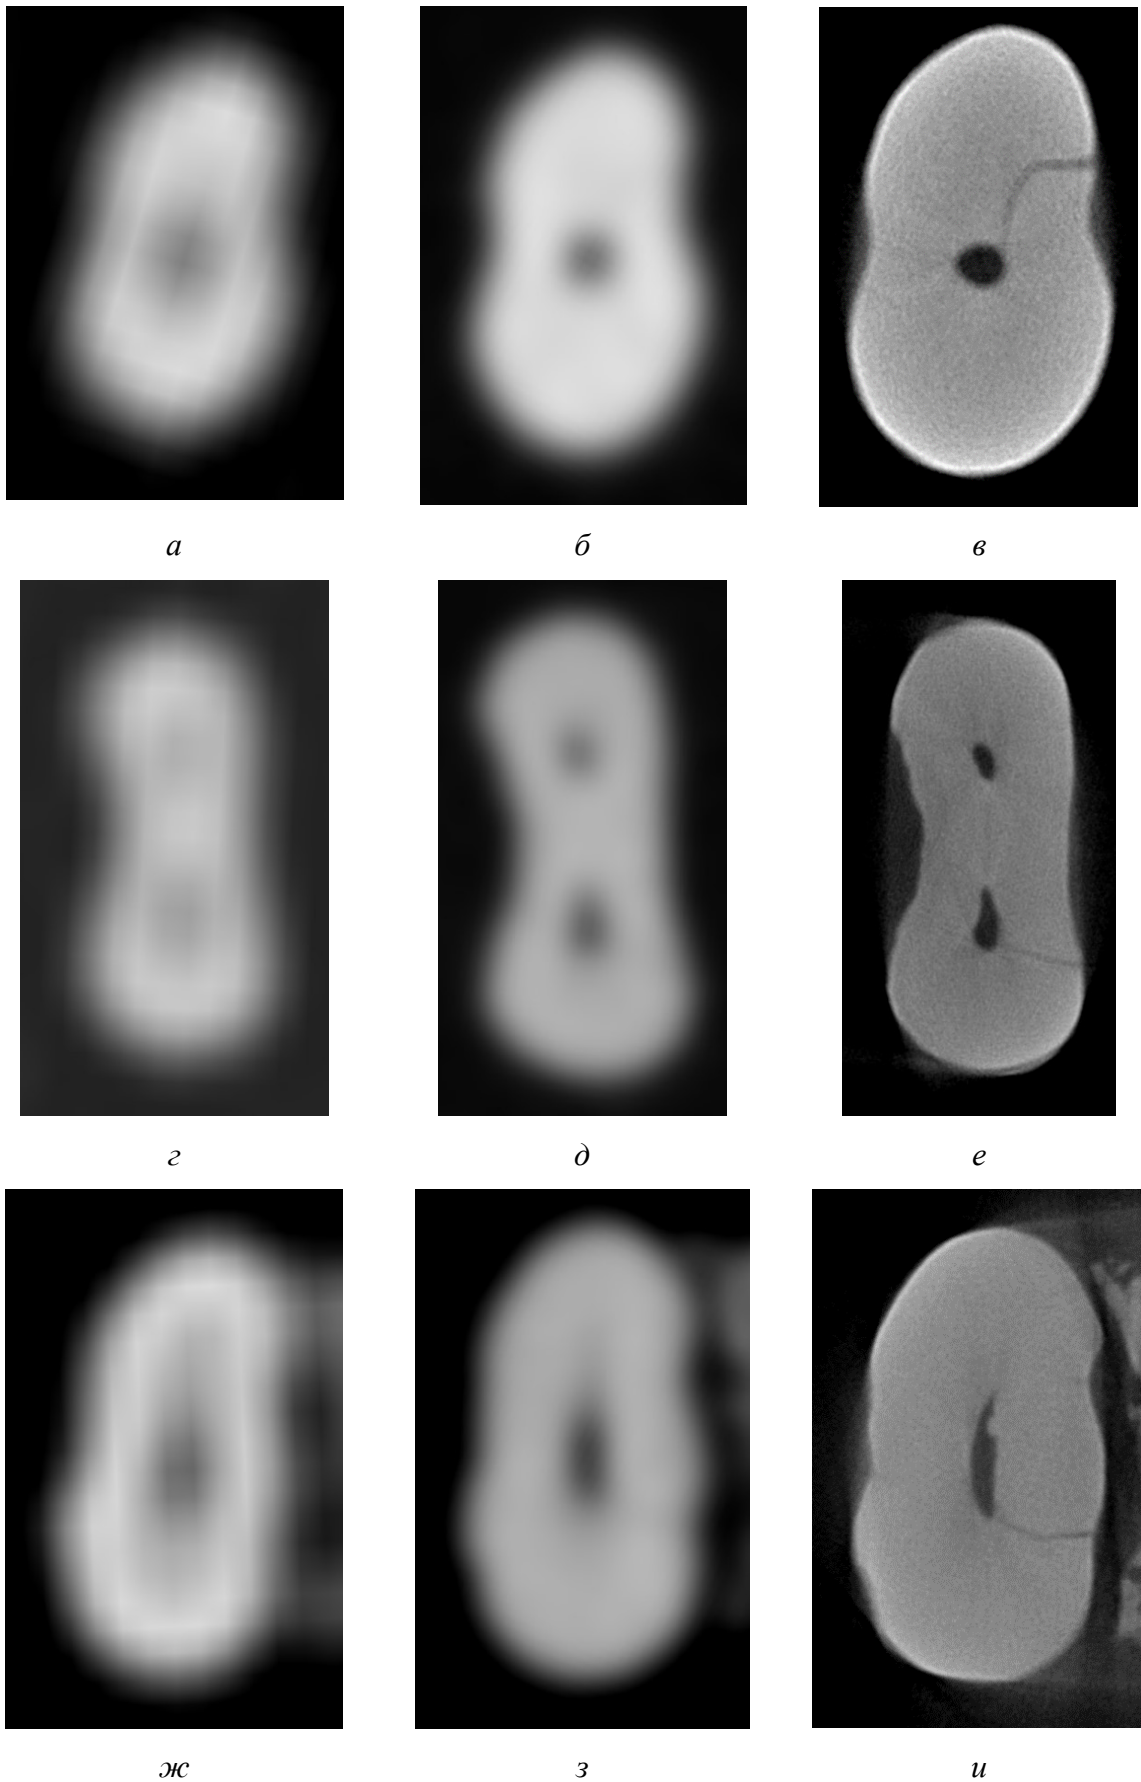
Изображения средней части корней удаленных зубов в аксиальной плоскости: *а, г, ж* – МСК-томограммы; *б, д, з* – КЛК-томограммы. Линии перелома не определяются; *в, е, и* – микроКЛК-томограммы. Линии перелома достигают полости корневых каналов
